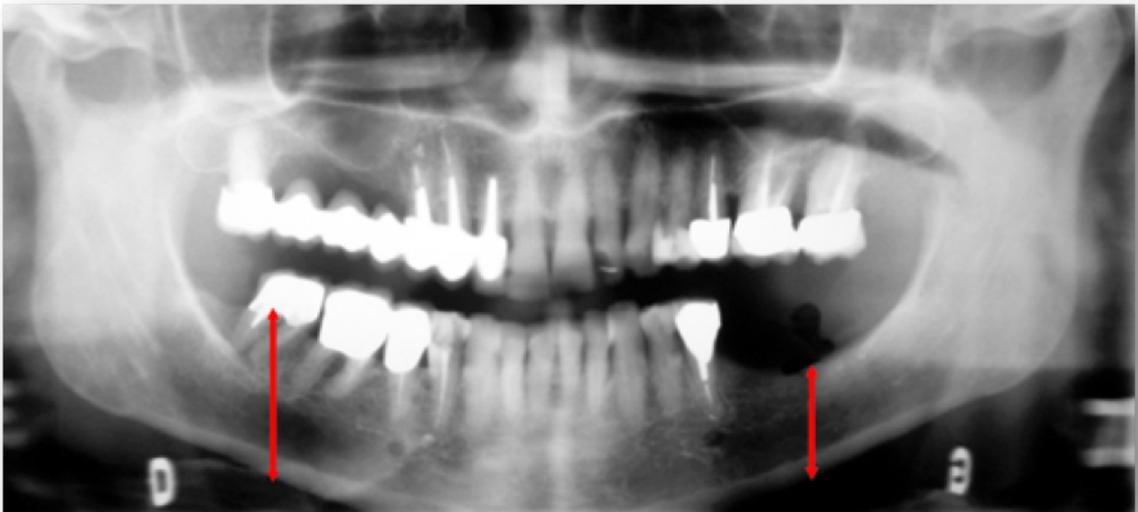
Radiographie panoramique mettant en évidence la perte osseuse secteur 3 (30).
